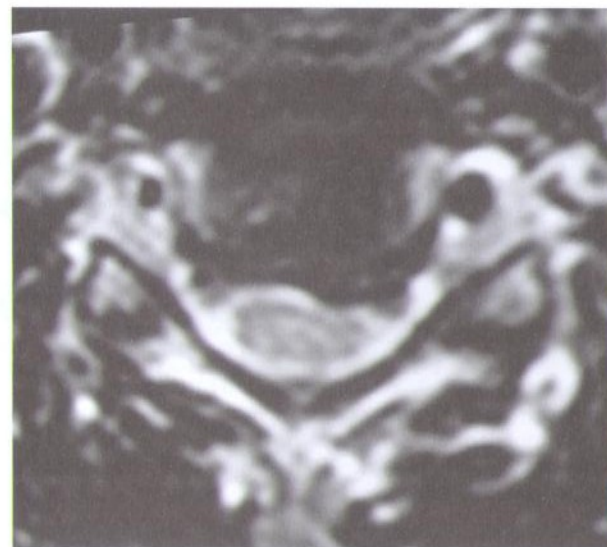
МРТ шейного отдела позвоночника больного с клиникой нарастающей миелопатии, связанной с длительно существующей оссифицированной грыжей диска на уровне C5—C6-позвонков.
